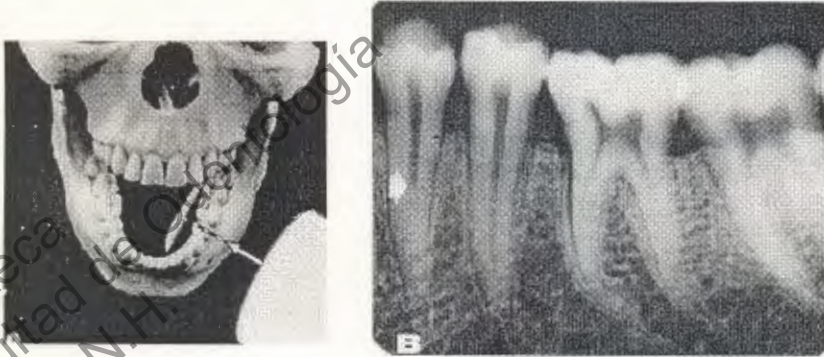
Premolares Mandibulares. Rayo central dirigido ortorradiamente y perpendicular a la película colocada paralela a la arcada. B, La radiografía revela un conducto en cada premolar, aunque el cambio repentino de densidad (flecha) puede indicar una bifurcación.
